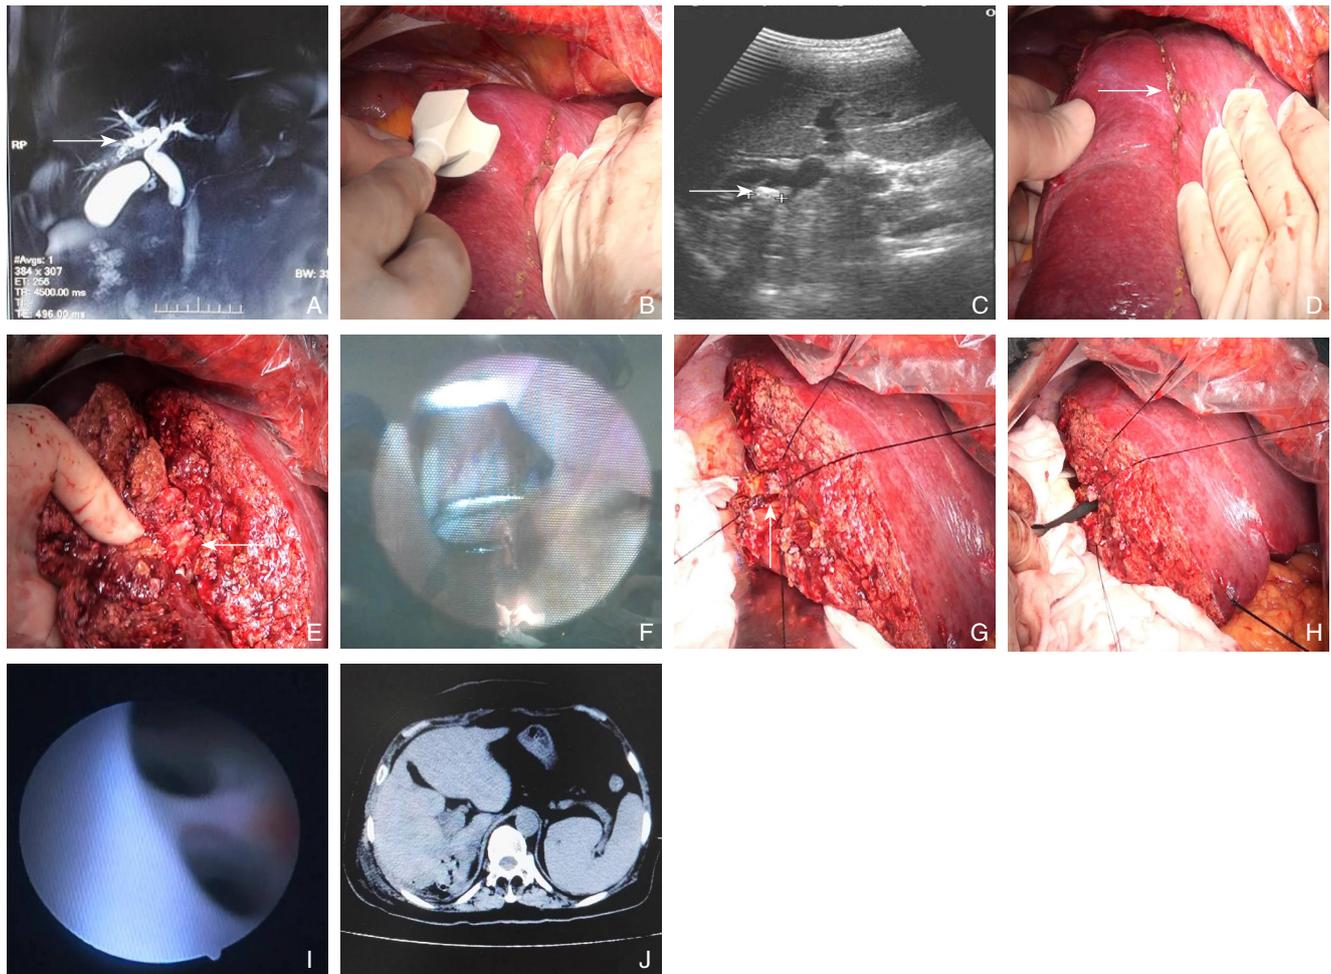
肝脏右后叶结石“一站式”处理 A: 术前MRCP资料; B: 术中B超探查结石所在区域; C: B超显影的结石; D: B超定位预切线; E: 右后叶Glisson鞘; F: 术中胆道镜指引下横断Glisson鞘; G: 肝脏横断面; H: 术中胆道镜再次探查肝内胆管; I: 胆道镜显像; J: 术后复查CT
